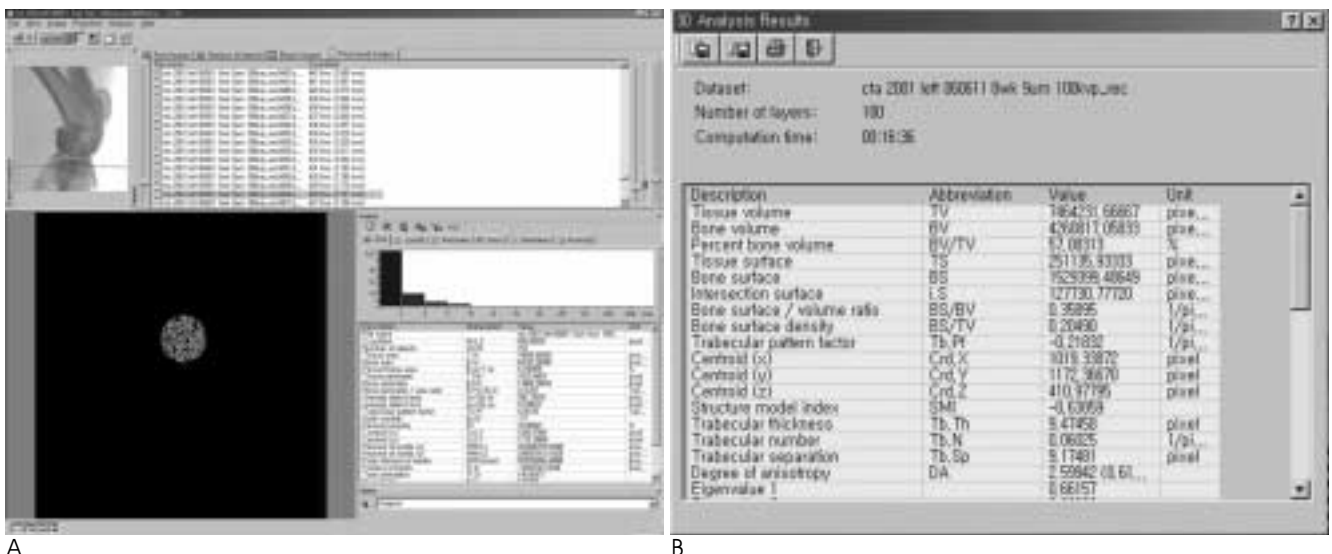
A. A cylindrical VOI is defined at lateral tibial epiphysis at CT Analyser program window. B. 3D trabecular indices are measured with CT Analyser program.
